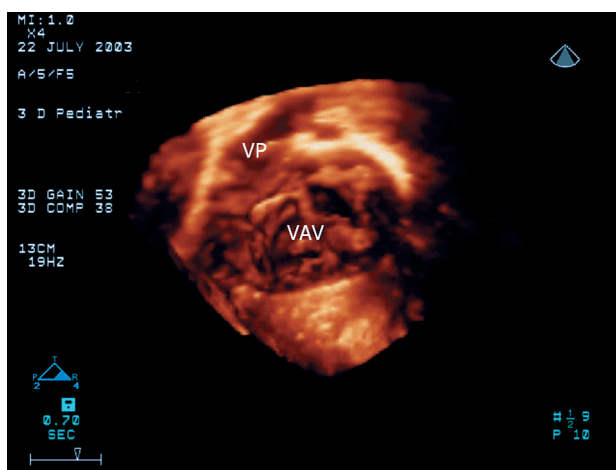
Ecocardiograma tridimensional de defeito do septo atrioventricular mostrando a valva atrioventricular única (VAV) e a via de saída do ventrículo direito. VP = valva pulmonar.
